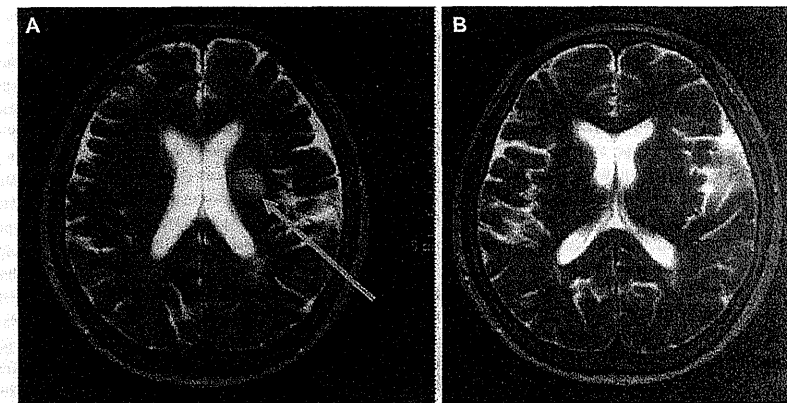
Axial T2-weighted magnetic resonance imaging (MRI) of the body of the lateral ventricle showing a single infarction in the left corona radiata. Notes: (A) The arrow points to the major pathological feature. (B) Axial T2-weighted MRI of the basal ganglia showing periventricular hyper-intensity and subcortical white matter hyperintensities in both hemispheres, without major brain infarction.
